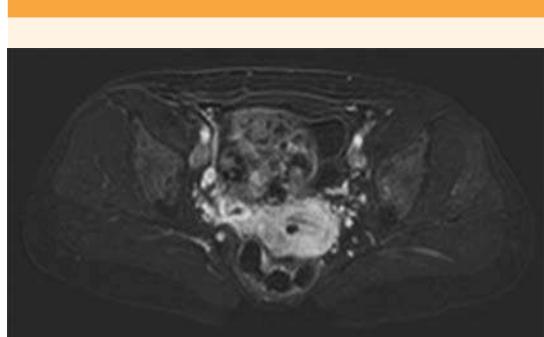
Resonancia magnética nuclear abdominopélvica: masa ovalada, heterogénea e hiperintensa: estructura multiloculada con zonas líquidas, algunas con contenido hemorrágico y otras sólidas de diversa señal que realzan luego de la administración de gadolinio, con restricción de la difusión. En el anejo izquierdo se visualiza otra formación redondeada y sólida, que restringe la difusión homogénea, de señal reducida en T2, que sugiere contenido fibroso.
